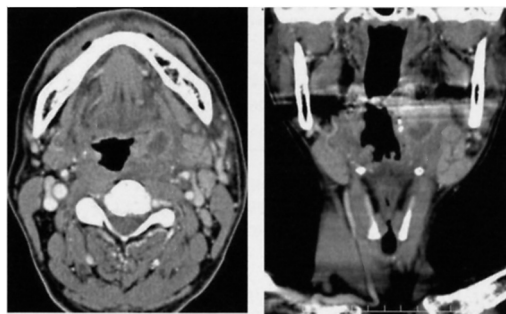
CT findings of a patient with peritonsillar abscess with laryngeal edema
